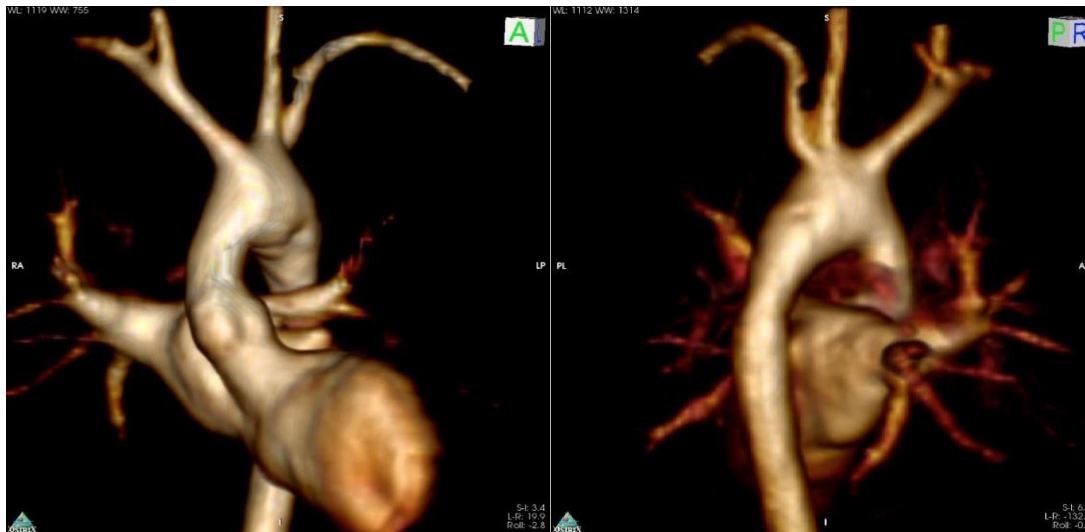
Die anteriore und posteriore Ansicht der 3D-rekonstruierten kardialen MRT-Bilder zeigen ein normales Wachstum des Aortenbogens ohne Gothic-Arch-Formation neun Jahre nach Korrektur einer IAA vom Typ B.
